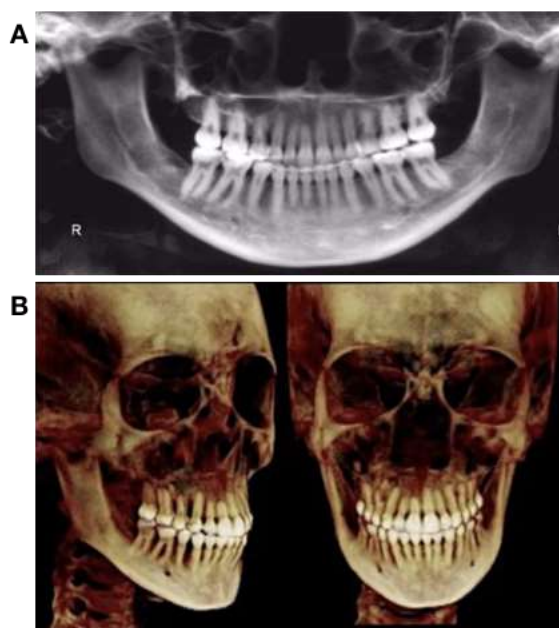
3-year follow-up. A, Panoramic radiograph. B, CBCT 3D reconstruction indicating position of maxillary right central incisor
